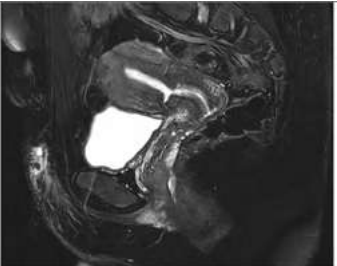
Resonancia magnética en la que se evidencian cambios inflamatorios en tejido celular subcutáneo suprapúbico y próximo a Monte de Venus sin conseguir delimitar un claro trayecto fistuloso (no se puede excluir un tracto fistuloso de corto trayecto).
